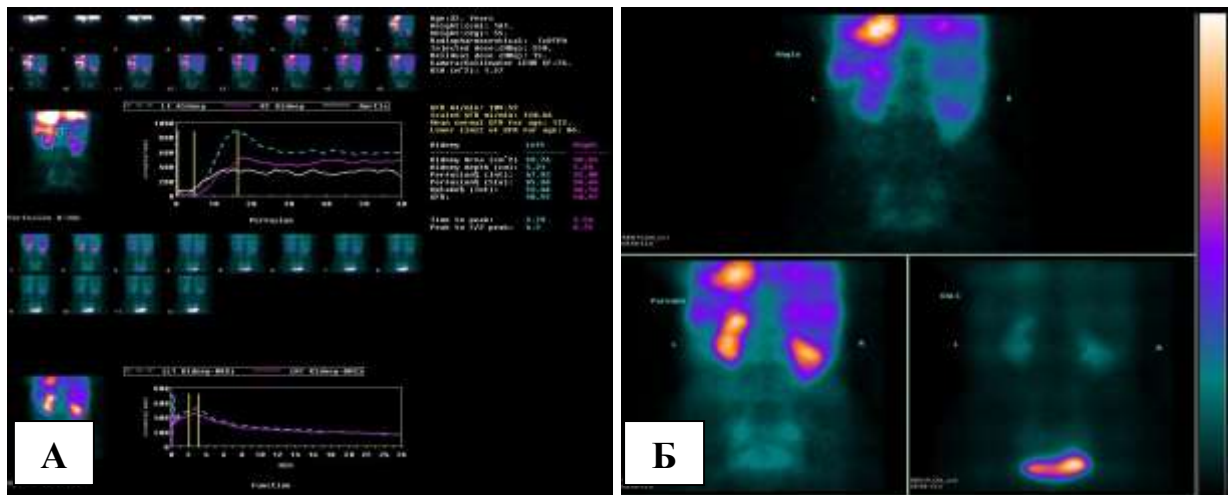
Динамическая нефросцинтиграмма пациентки без значимого нарушения почечной функции. Отмечается относительный нефроптоз, уменьшение размеров и умеренное снижение перфузии правой почки; признаков нарушения накопительно-выделительной функции почек не выявляется, суммарная скорость клубочковой фильтрации в пределах нормы.
